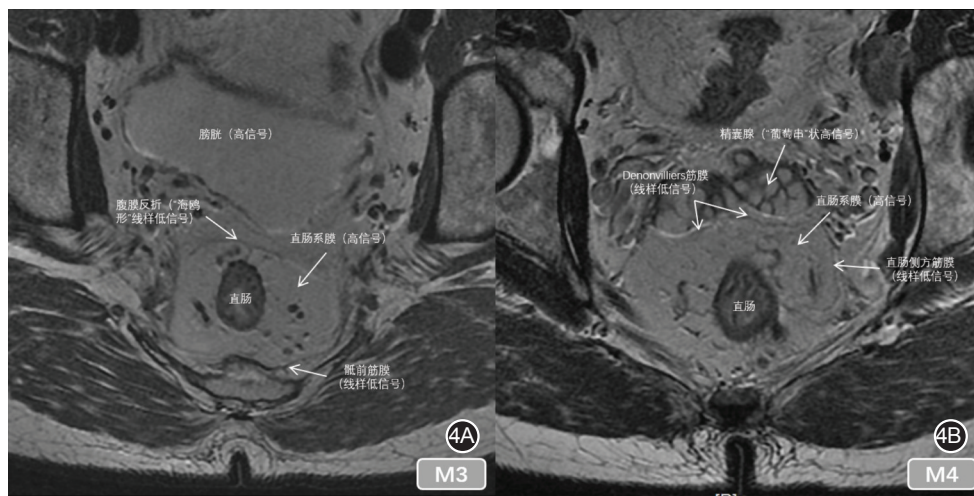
一男性患者的高分辨MRI(小扫描视野横断位T2WI)快速恢复快速自旋回波序列中,腹膜反折与Denonvilliers筋膜显示特征 4A.腹膜反折呈“海鸥”样线性低信号影;4B.Denonvilliers筋膜表现为直肠系膜前方中部局部增厚的低信号影(与直肠固有筋膜延续的线性低信号相融合),前方与精囊和前列腺相邻
